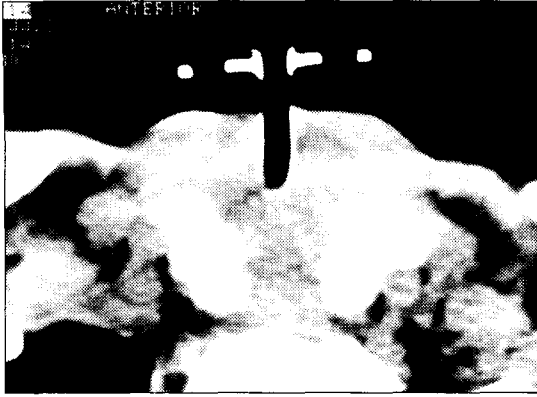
Contrast enhanced neck CT, axial scan. Complete narrowing of the air way around the tracheostomy tube was noted.
